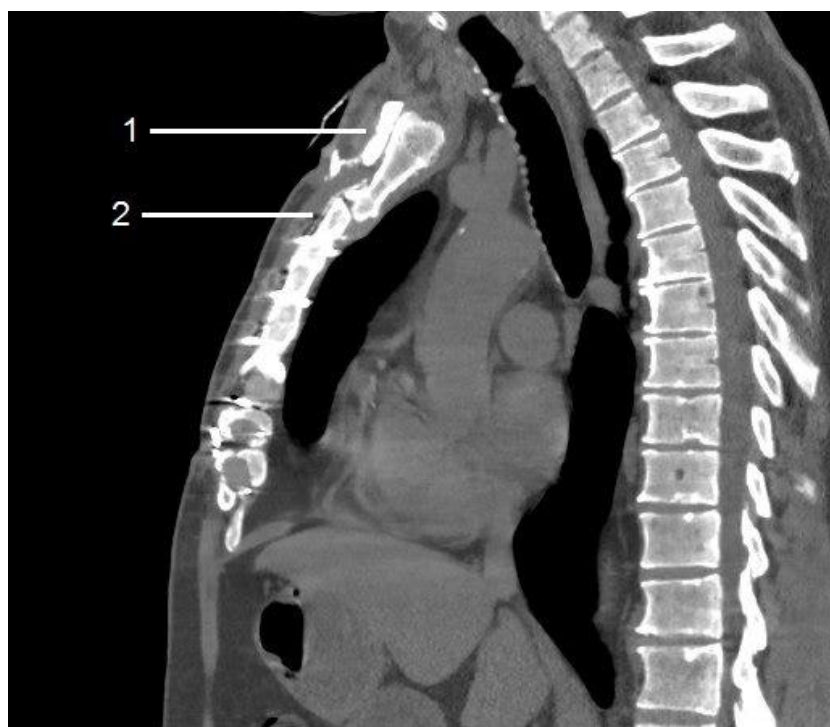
МСКТ-фистулография: 1 – область распространения контрастного препарата; 2 – зона фиксации эндопротеза
